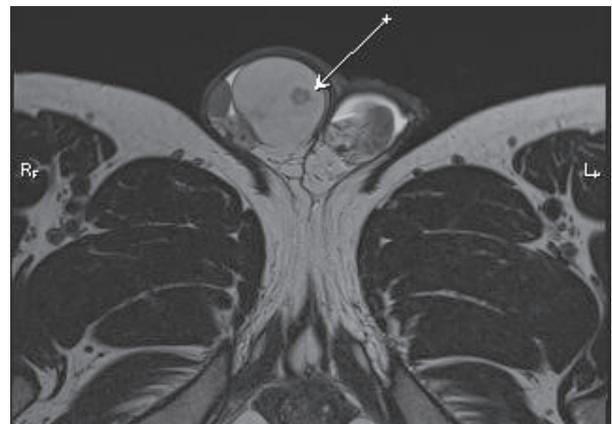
МРТ мошонки. Пациент С., 35 л.
